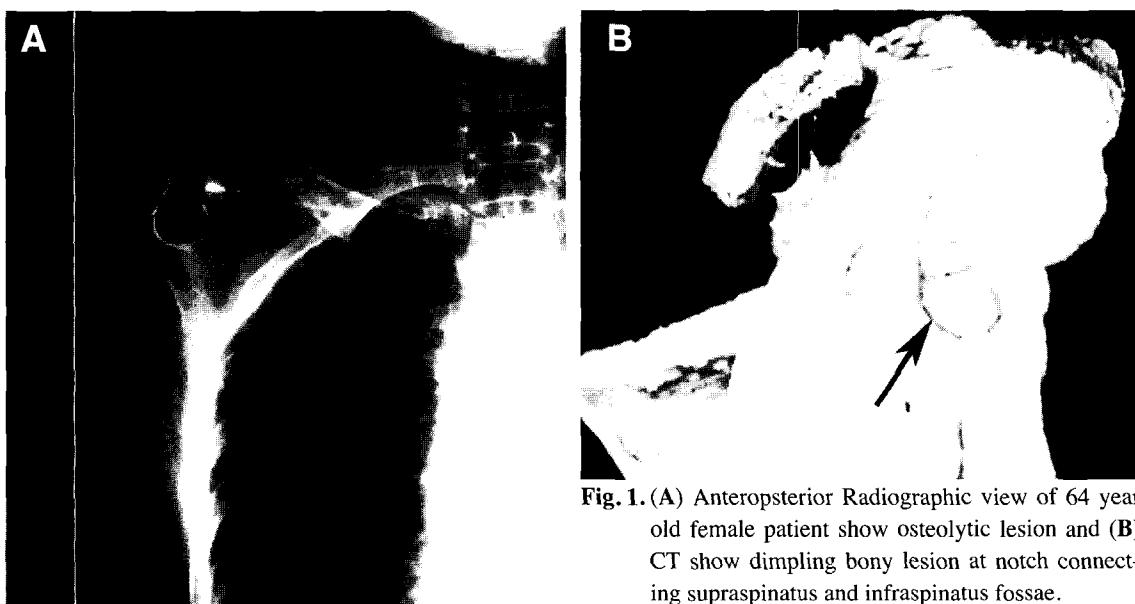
(A) Anteroposterior Radiographic view of 64 year old female patient show osteolytic lesion and (B) CT show dimpling bony lesion at notch connecting supraspinatus and infraspinatus fossae.
